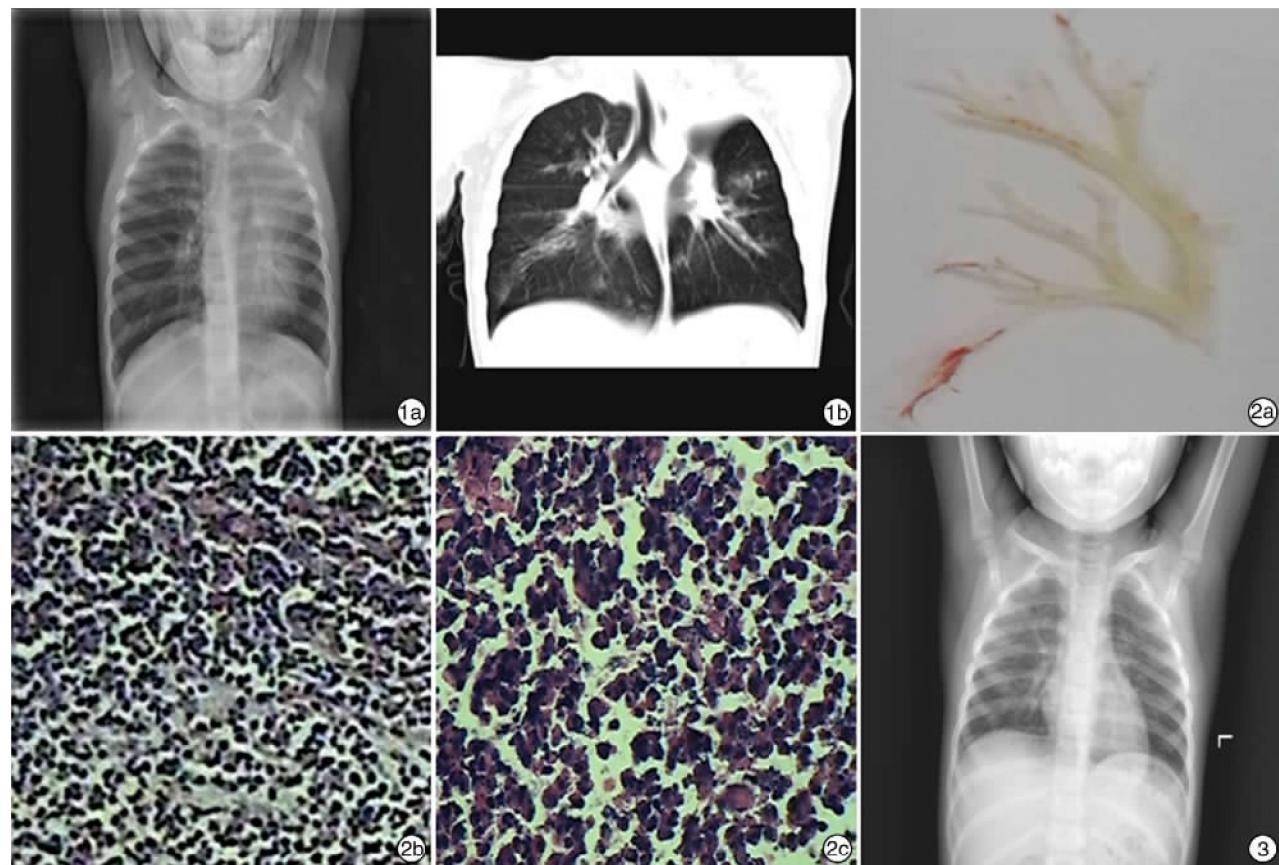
患儿术前胸片加胸透(1a)及胸部 CT 扫描(1b)结果; 图 2 患儿术后检查结果 2a:术中取出的支气管树形内生异物;2b:术后病检镜下结果;2c:抗酸染色后的病检结果; 图 3 术后复查患儿胸片结果
